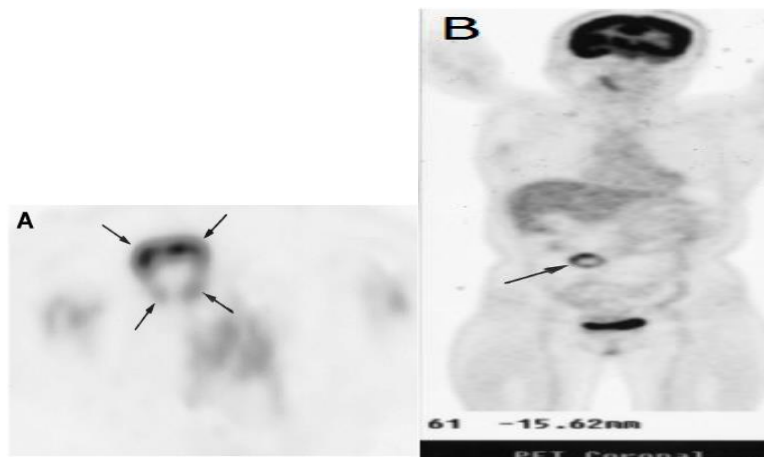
Figure montrant les résultats du FDG PET scan. (A) Image d'une coupe transaxiale (B) Image d'une coupe coronale montrant une absorption inégale du marqueur FDG à la périphérie de la masse
